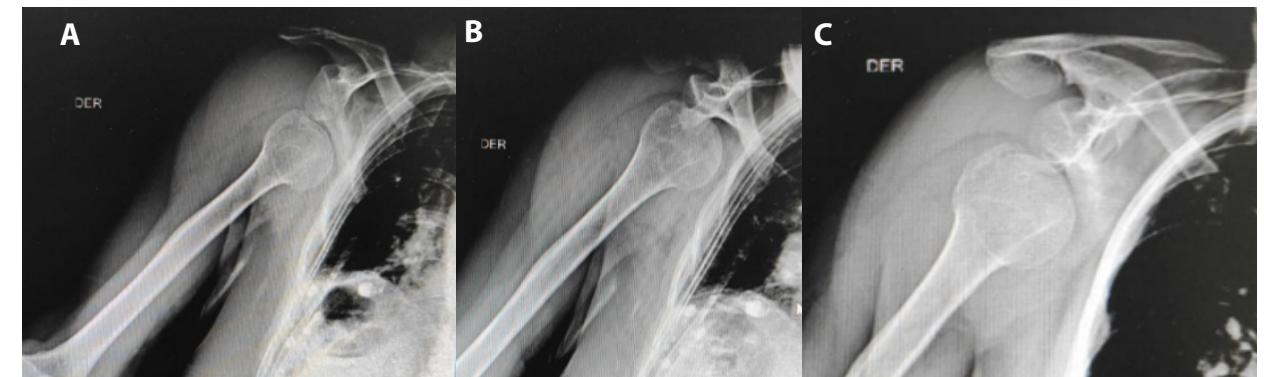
A Radiografía AP, B frente corregido y C Perfil escapular
